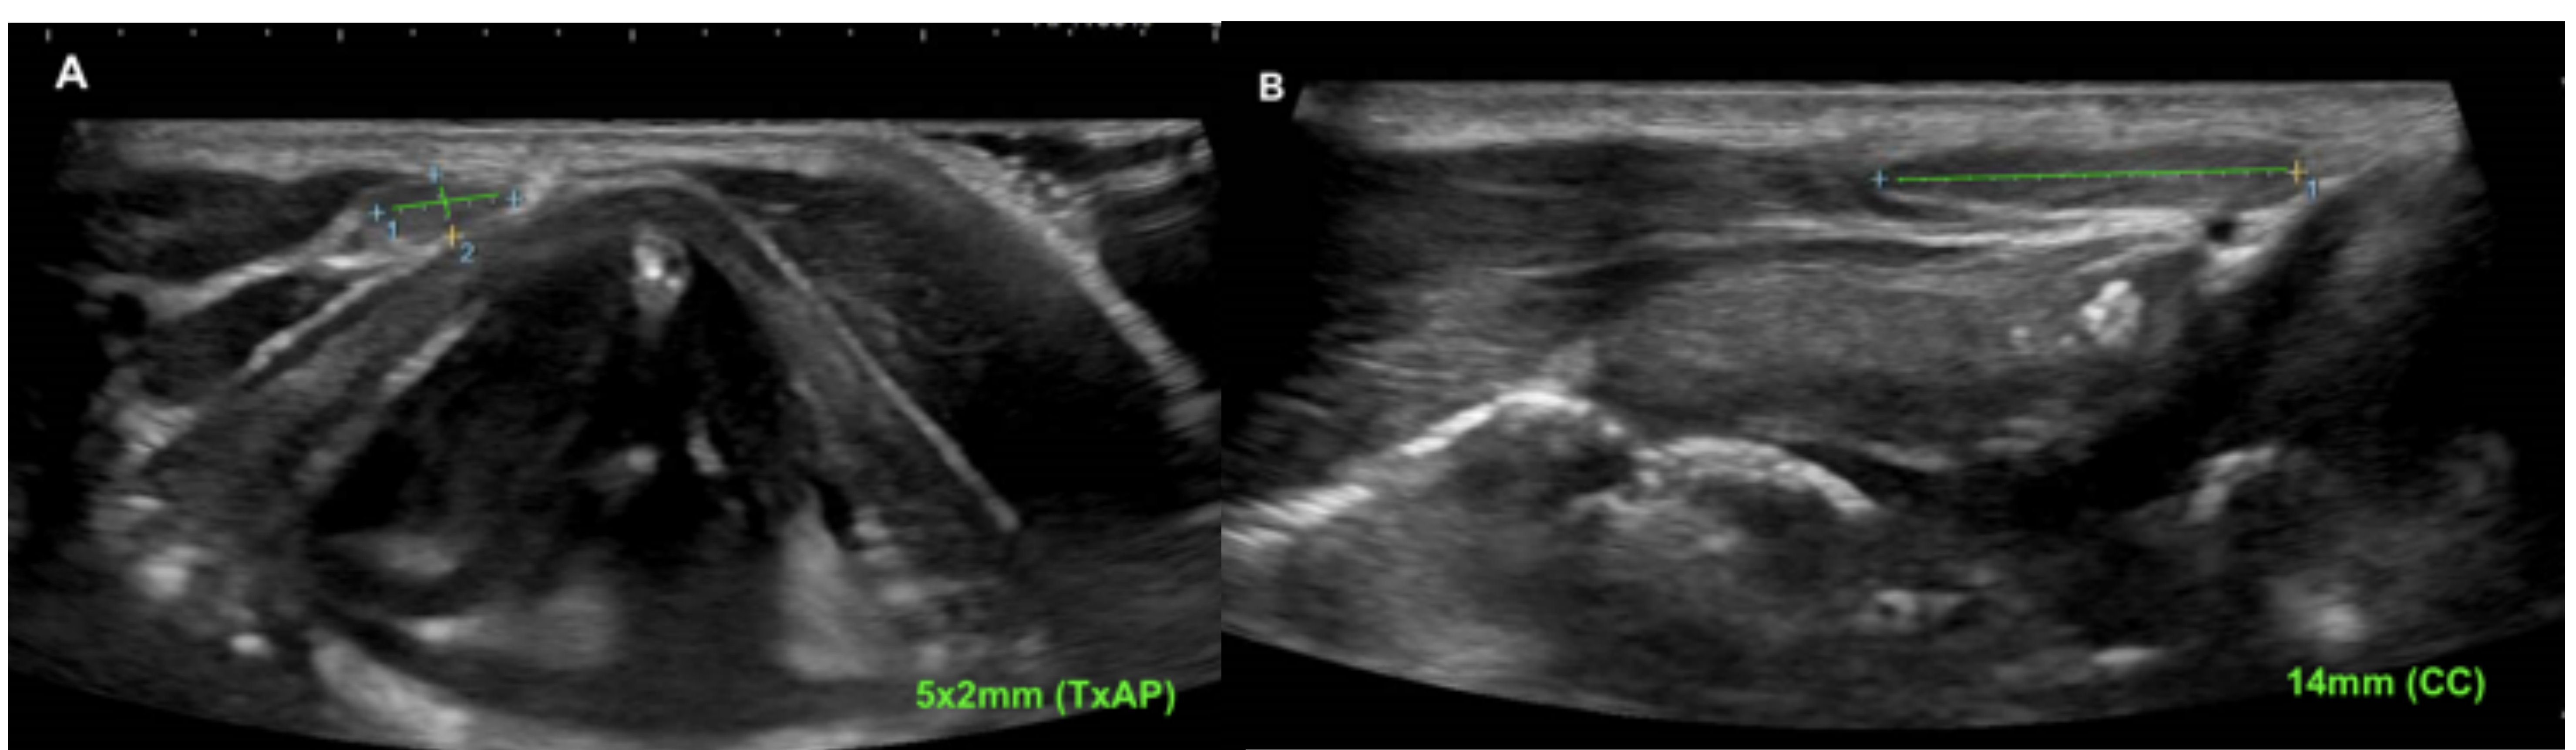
Lóbulo piramidal. Ecografía de tiroides en plano axial (A) y longitudinal (B). Se observa un lóbulo piramidal sobre el cartílago tiroideo derecho con unas medidas de 5x2x14mm en los ejes Trasverso x Anteroposterior x Longitudinal.
